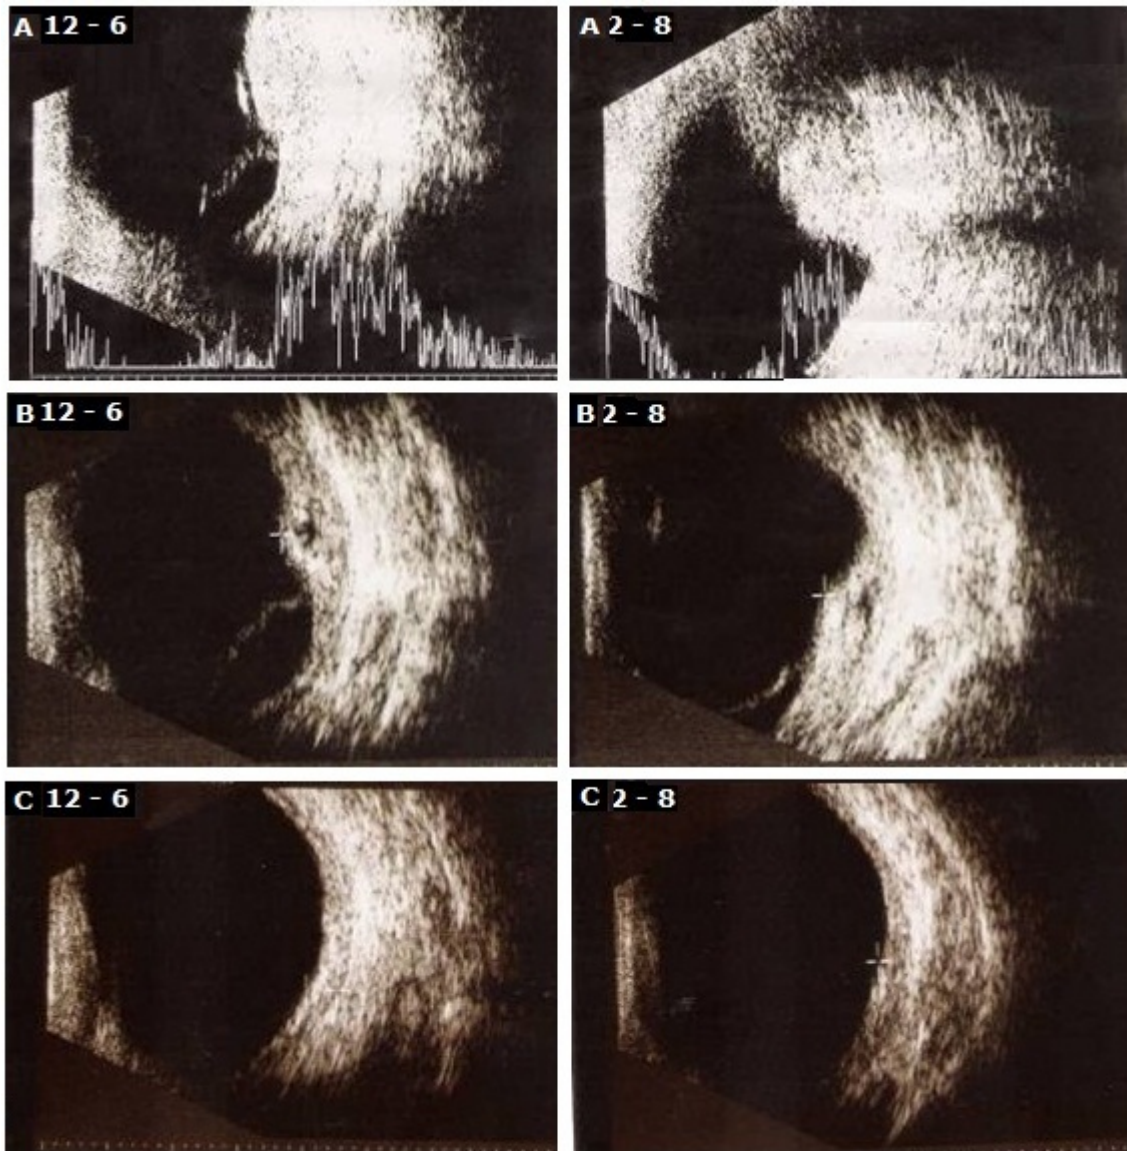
Ultrasonido modo B corte transversal en los meridianos 12-6 y 2-8. A: Al diagnóstico presentó la lesión 5,1 mm de altura. B: A los tres meses de tratamiento tenía 4,8 mm (12-6) y 4,1 mm (2-8). C: A los seis meses era la altura de 2,0 mm (12-6) y 2,3 mm (2-8).
